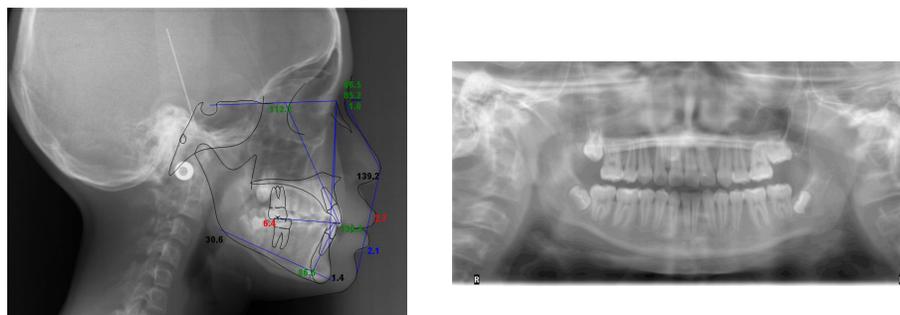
Radiografías finales
